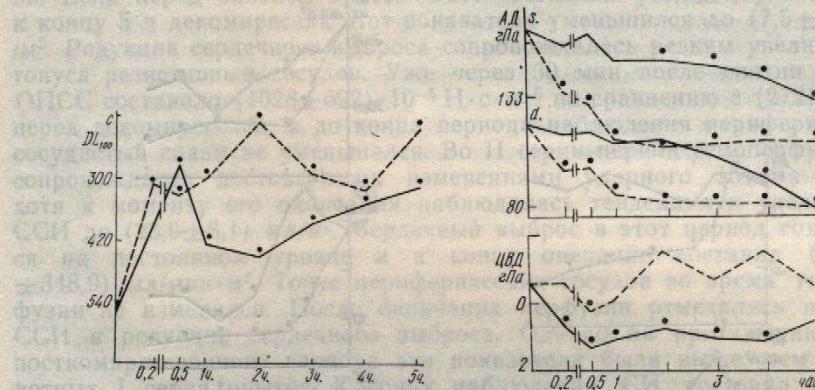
Изменение токсичности плазмы венозной крови у животных с моделью СДР (пунктирная линия) и после регионарной гемоперфузии через срезы консервированной печени (сплошная линия). Точкой обозначены изменения с $p < 0,05$.
